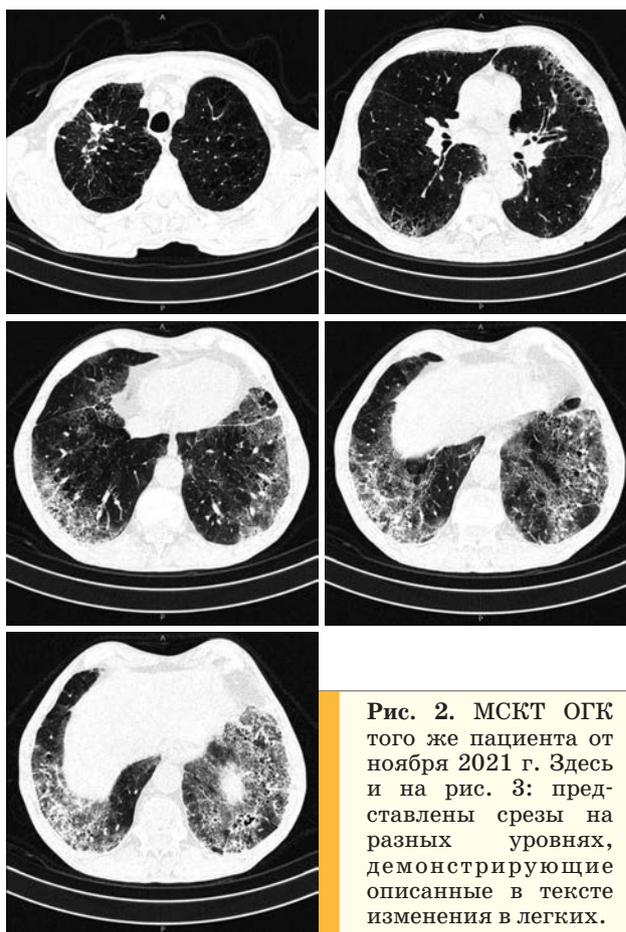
МСКТ ОГК того же пациента от ноября 2021 г. Здесь и на рис. 3: представлены срезы на разных уровнях, демонстрирующие описанные в тексте изменения в легких.
